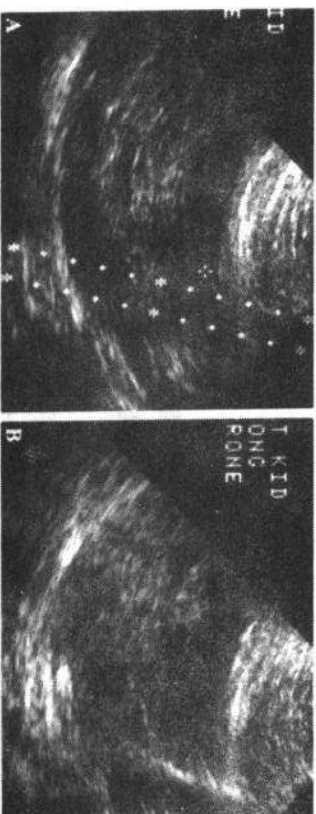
A 肾穿刺活检。患有急性肾功能衰竭病人左肾下极超声图像示穿刺活检针将要进入的途径。B 图像中较亮区域为左肾下极穿刺针进针所导致的改变
